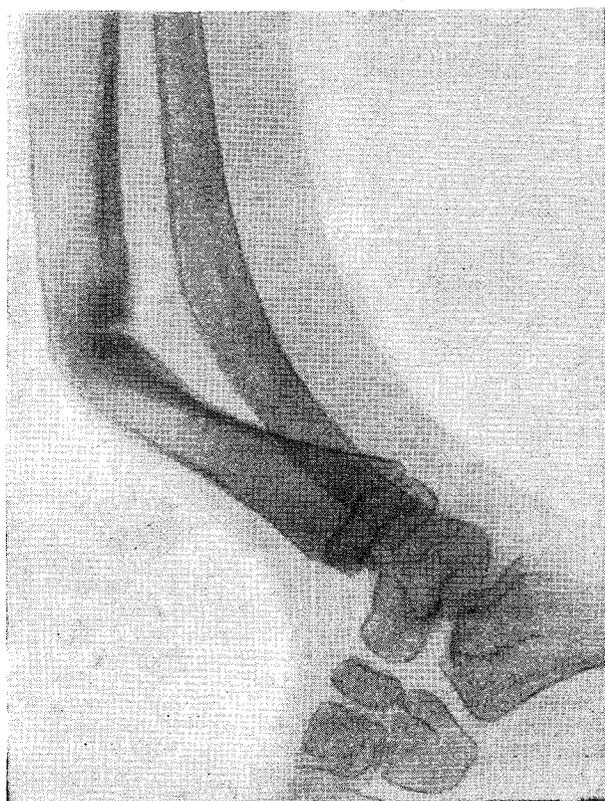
Боковая рентгенограмма левой голени больного В. О. при поступлении в клинику
